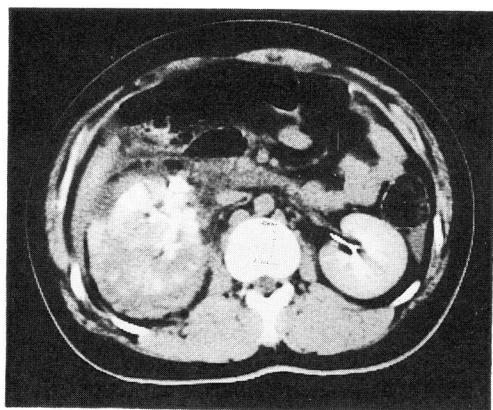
Case 2: An enhanced CT scan showed major lacerations of right renal parenchyma, a right perirenal hematoma and extravasation of contrast medium.
